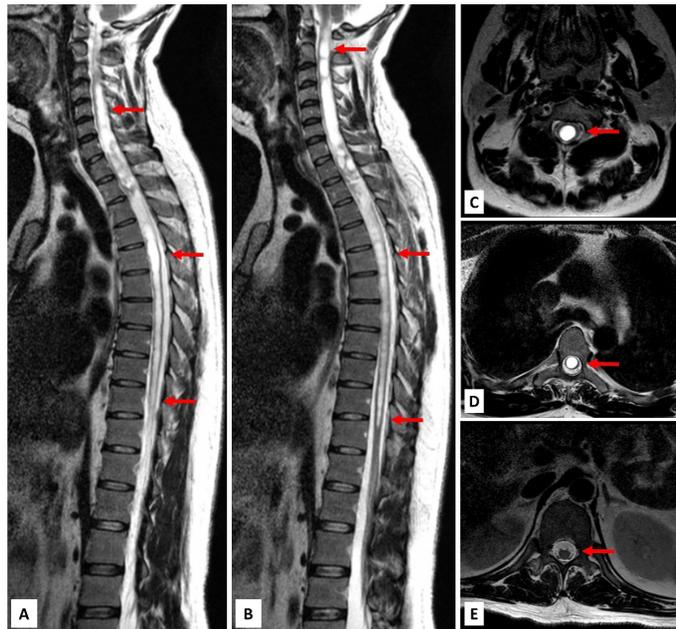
Resonancia magnética con contraste en secuencia T2. A y B Corte sagital evidencia hiperintensidades difusas con siringomielia. C. Corte axial de segmento C2. D. Corte axial de segmento T5. E. Corte axial de segmento L1
